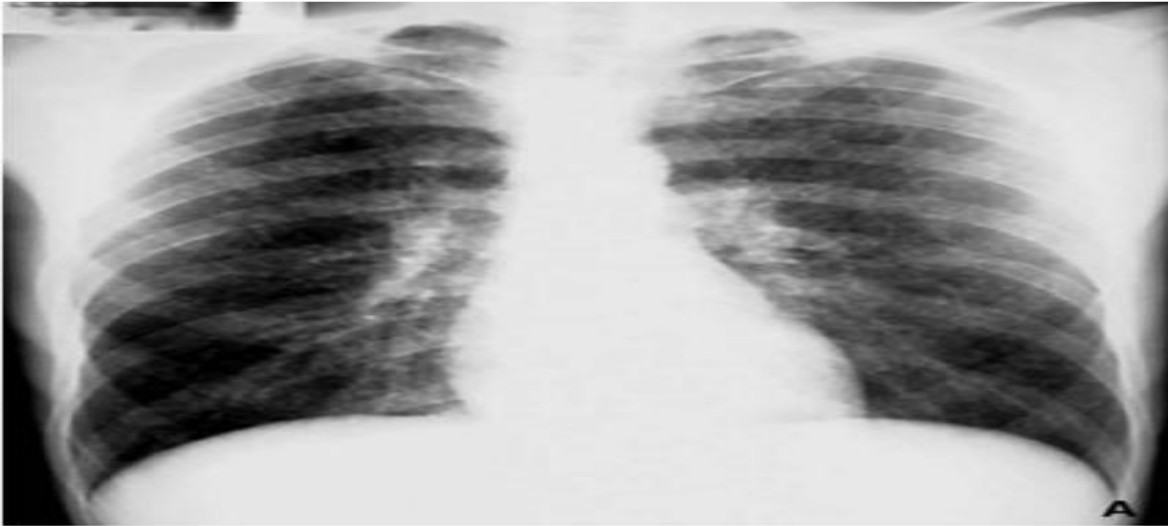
Radiographie du thorax face : Tuberculose pulmonaire (TP) miliaire. Aspect typique de nodules diffus multiples
